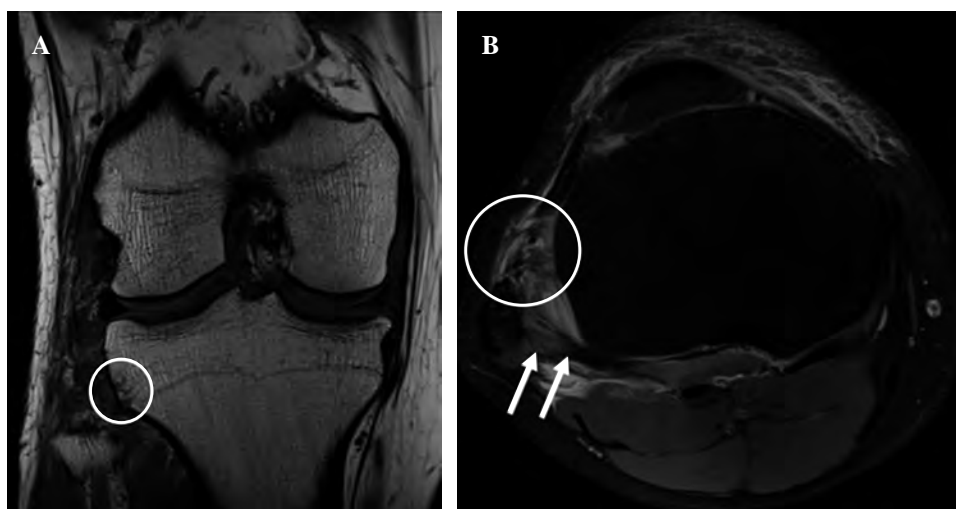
Resonancia magnética. A) Corte coronal en ventana T1 donde se aprecia fractura trabecular en la tibia proximal lateral (círculo blanco). B) Corte axial con supresión grasa, en que se evidencia compromiso del ligamento tibiofibular anterosuperior (círculo blanco) y ligamento tibiofibular posterossuperior (flechas blancas). Todos signos sugerentes de una luxación tibiofibular proximal.
